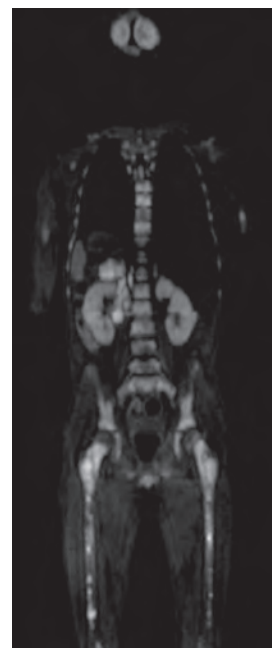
Диффузионно-взвешенная МРТ всего тела. Представлены множественные очаговые изменения видимых костных структур (в телах позвонков всех отделов, костях таза, проксимальных отделах диафизов бедренных костей), размеры которых составляли от 2 до 5 мм; тотально поражены тела Th3, Th4, Th8, Th10; размеры очага в шейке левого бедра не менее 25 × 30 мм
